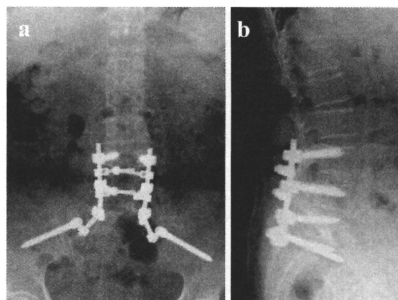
The patient was a 67 year old woman with failed back syndrome. The patient underwent posterolateral fusion (L4 to iliac), and bone union was seen by X-ray imaging 12 months after surgery ((a) and (b)).
